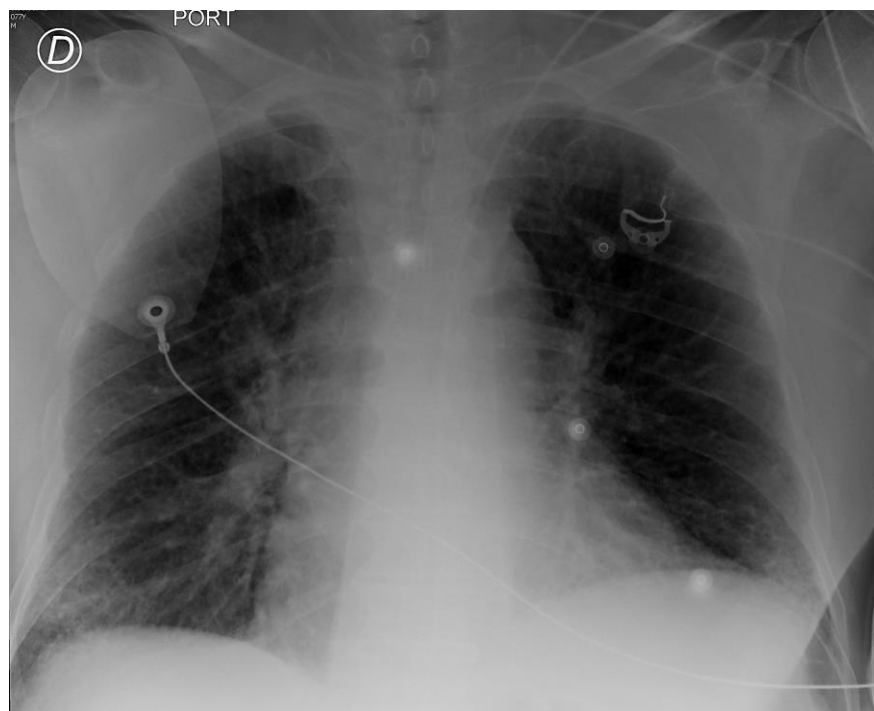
Radiografía de tórax al ingreso en el Servicio de Urgencias.
